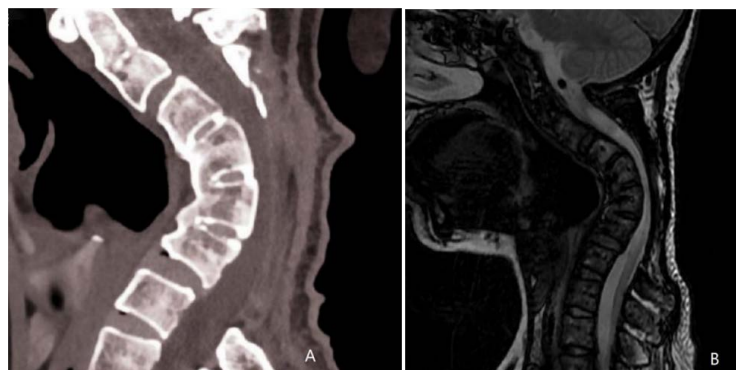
(A) CT sagittal view shows C3~C6 vertebral body fusion; C3~C6 lamina is absent, facet joint fusion. (B) MRI shows severe spinal cord compression and cervical kyphosis
